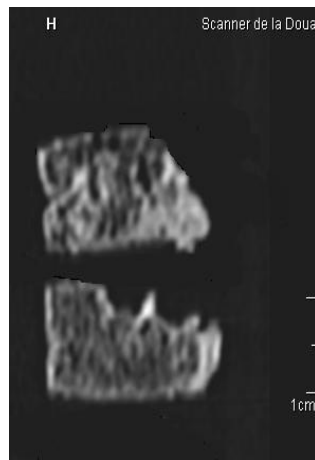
profil TDM T5 -T6
